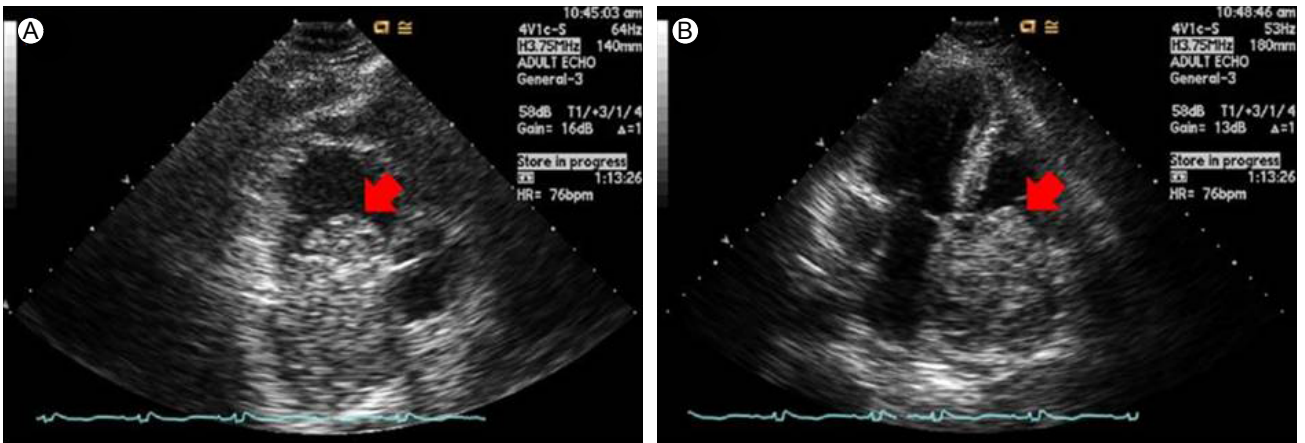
(A) Parasternal short-axis view and (B) apical four-chamber view of the intracardiac mass on transthoracic echocardiography. The arrow indicates the mass in the right atrium.
